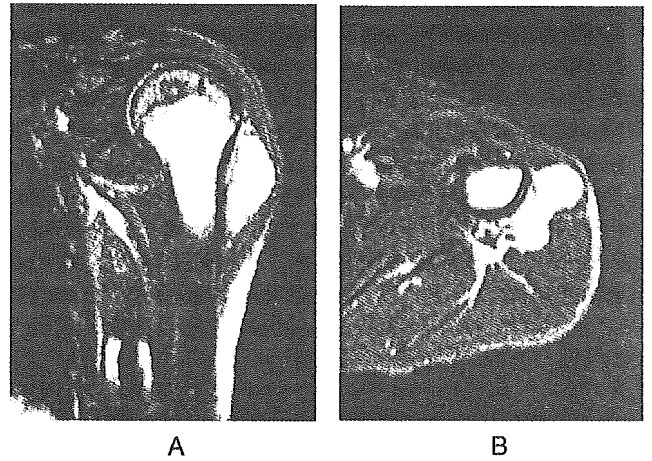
T2-weighted MR images of the present case (A, coronal section; B, axial section) after preoperative chemotherapy. The tumor showed marked shrinkage of volume following preoperative chemotherapy. No periosteal septum was visualized between the tumor and the cortex of the humerus.
